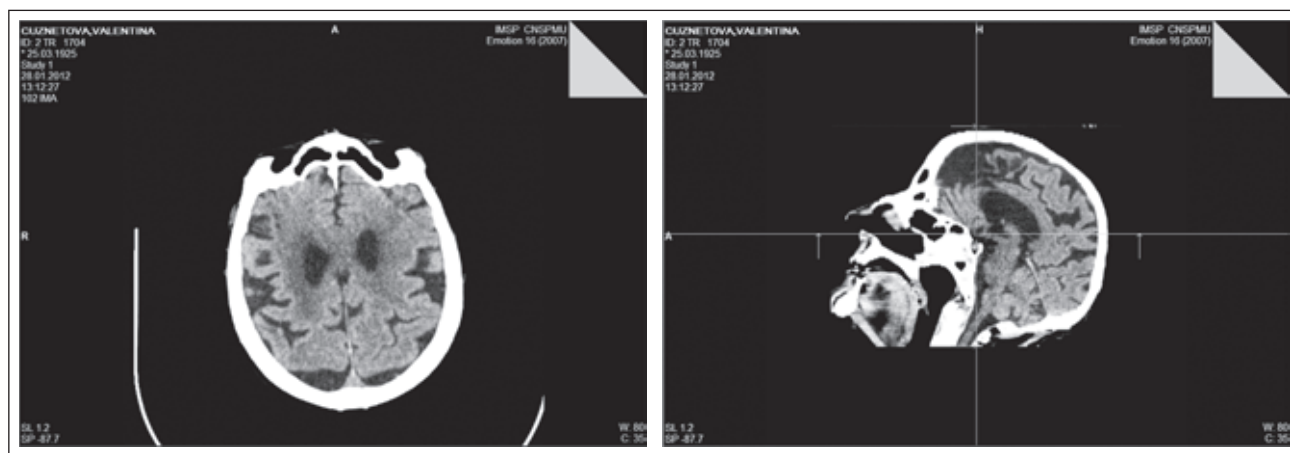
КТ головного мозга — изменения на уровне ЦНС
